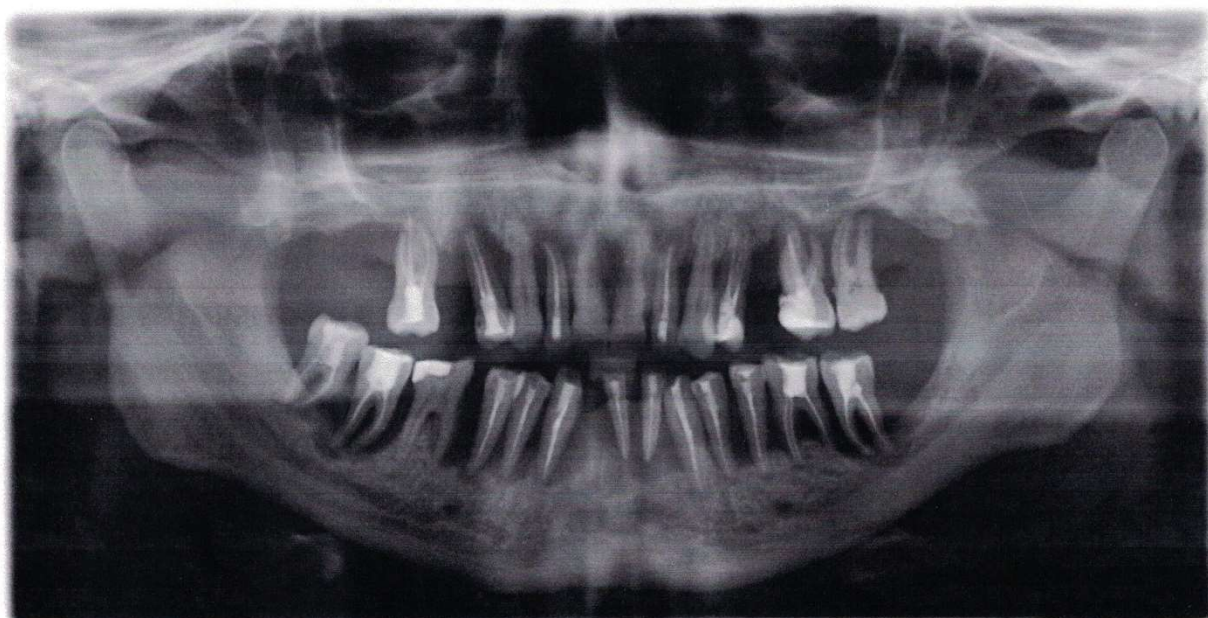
Рентгенографія пацієнта А. на момент звернення
